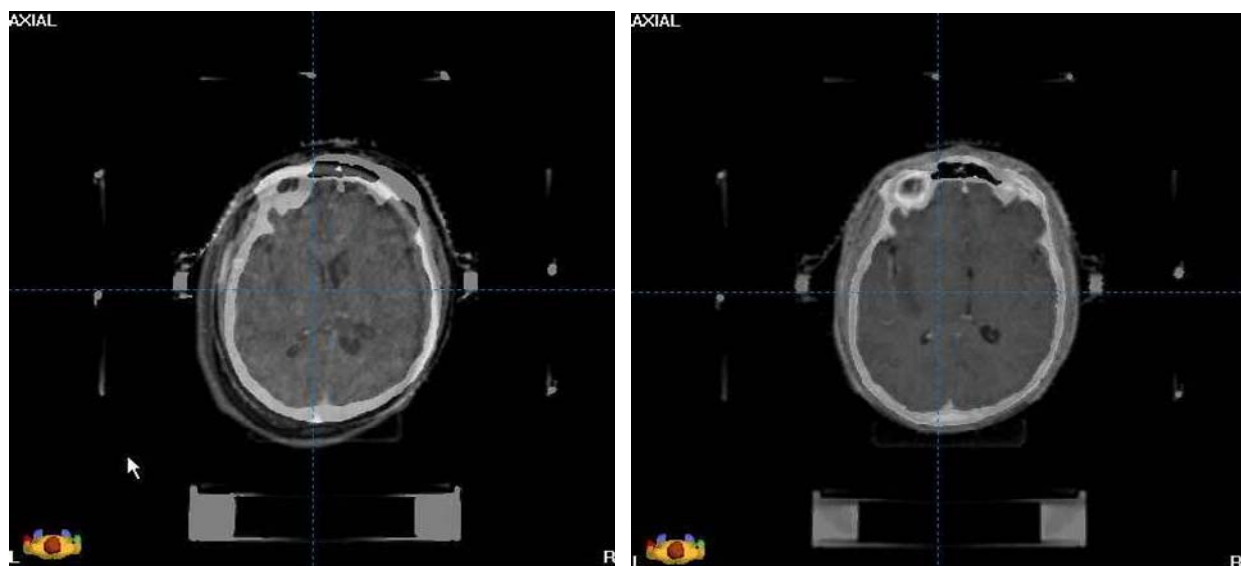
Unfusionierte und fusionierte CT- und MR-Daten
